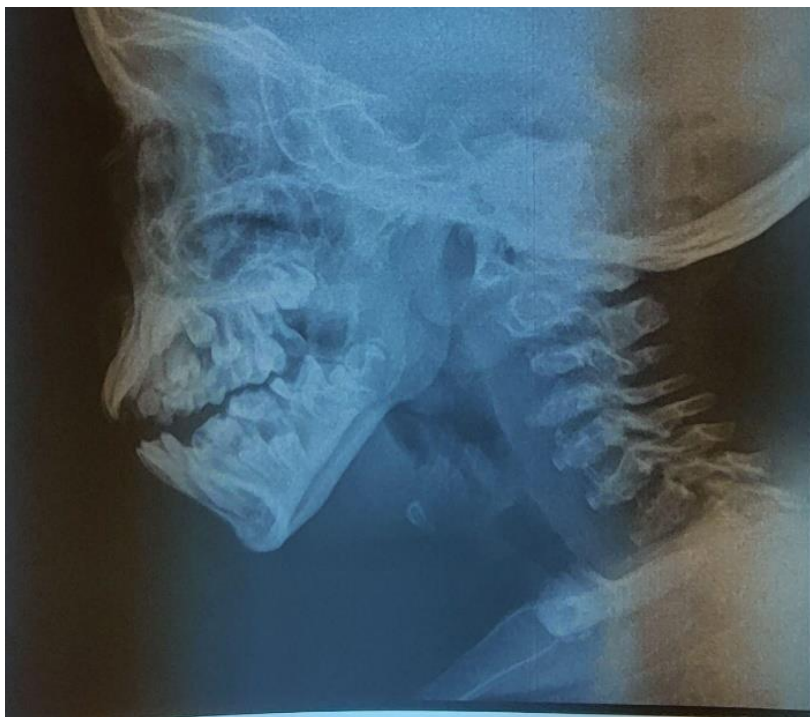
Radiographie de cavum de profil : Épaississement de la paroi post du rhinopharynx.
